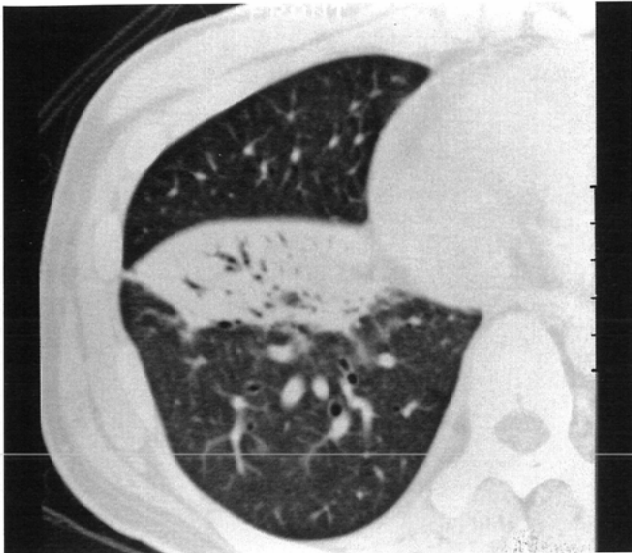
HRCT image in a patient with pneumococcal pneumonia. Lung area with dense consolidation shows the bulding pleura and air bronchogram.
